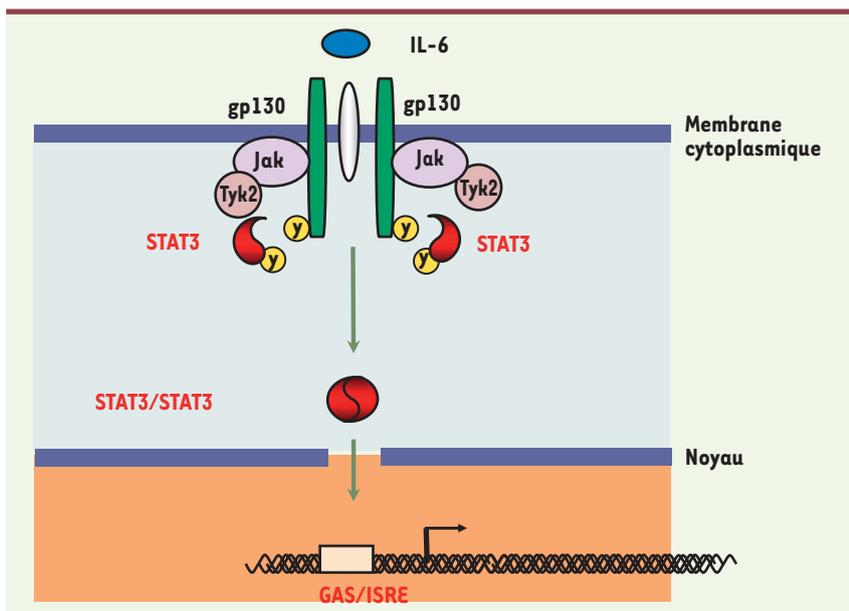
Rôle de *STAT3* dans la transduction du signal cytokinique. L'IL-10 et les cytokines reconnues par le récepteur gp-130 (IL-6 ; IL-11, IL-27, IL-31, OSM, CNTF et CT-1) en se fixant sur leurs récepteurs recrutent des facteurs cytoplasmiques transactivateurs, et en particulier les molécules *STAT3*. *STAT3* (représenté en rouge) est un facteur activateur de transcription qui est phosphorylé par Tyk2 et Jak, puis forme un homodimère qui va migrer dans le noyau et se fixer sur un motif GAS (*gamma activated site*) dans la région promotrice de gènes impliqués entre autres dans la réponse immunitaire.
